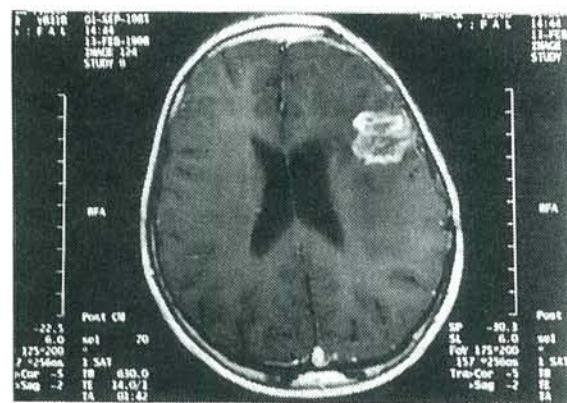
定位放射線治療6ヶ月後のMRI増強画像
